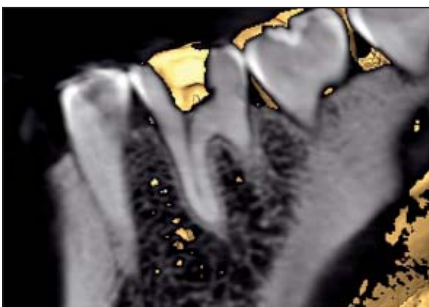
Томографическое изображение моляра нижней челюсти в вертикальной проекции. Коронковая полость, устье и медиальный-щечный корневой канал зуба
